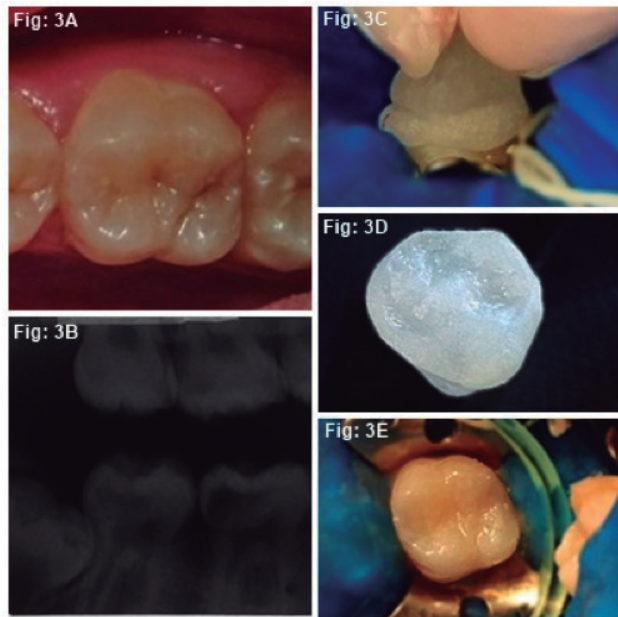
Aspecto inicial del diente 16; 3B) Radiografía interproximal; 3C) Matriz oclusal en posición; 3D) Vista oclusal de la matriz de resina acrílica autopolimerizable transparente (JET - Clásico); 3E) Aspecto final de la restauración
